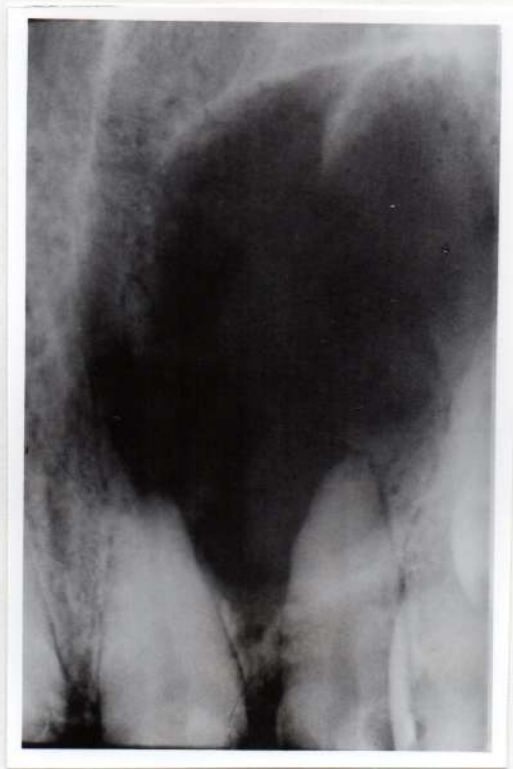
Radiografía pre-operatoria en la que se observa una amplia zona radiolúcida bien circunscripta a nivel de 12 y 13 con diagnóstico histopatológico de quiste virgen.
